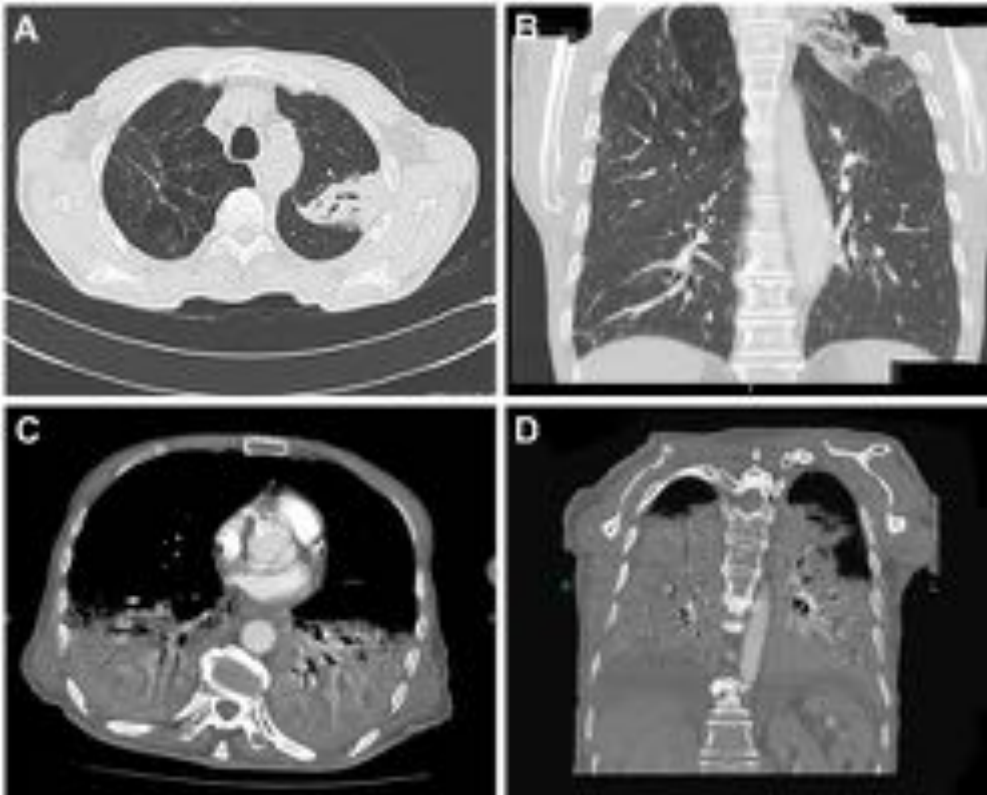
Patología pulmonar aguda. (A) y (B) Corte axial y coronal de TC de tórax en ventana de pulmón con opacidad pulmonar en LSI con broncograma aéreo compatible con neumonía aguda. (C) y (D) Imagen axial y coronal de TC de tórax en ventana mediastínica que evidencia extensas opacidades pulmonares bilaterales, de predominio en porciones declives de campos medios e inferiores y ocupación de la luz bronquial, hallazgos compatibles con broncoaspiración en paciente con antecedentes de atragantamiento.
